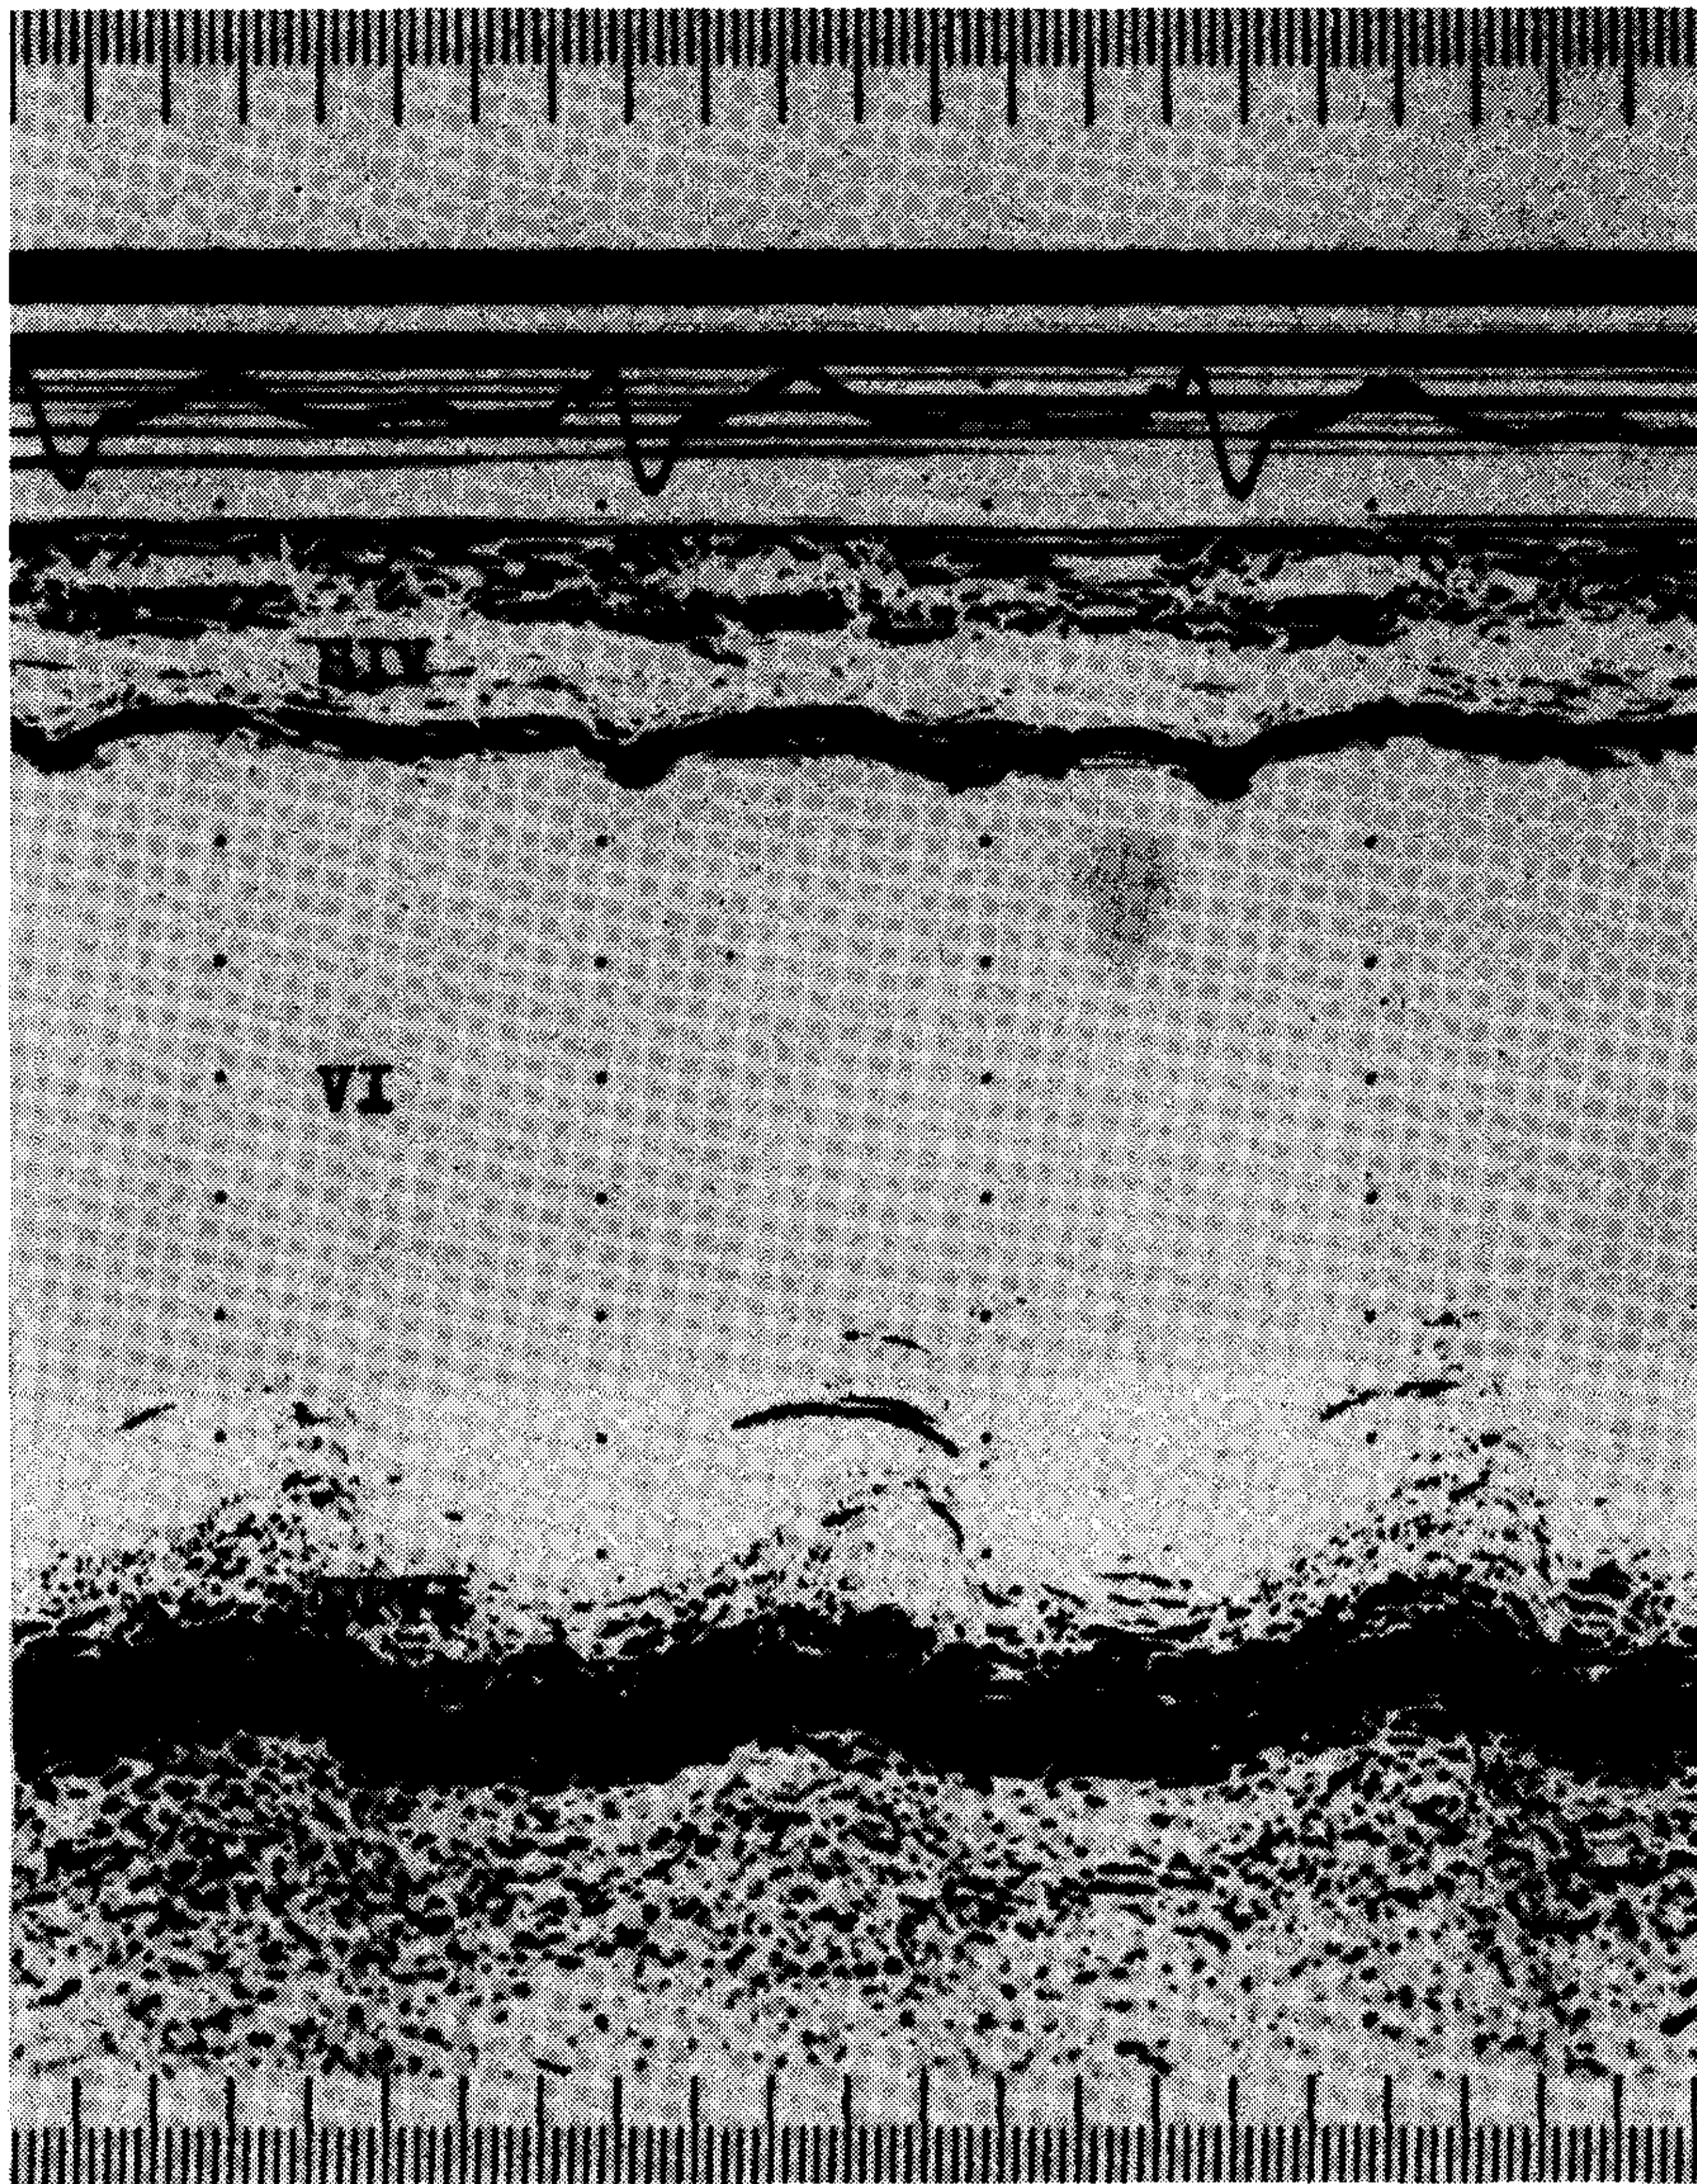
Unidimensional echocardiography in an anteroseptal old myocardial infarct. SIV: interventricular septum. IV: left ventricle. PPVI: posterior wall of the left ventricle.
